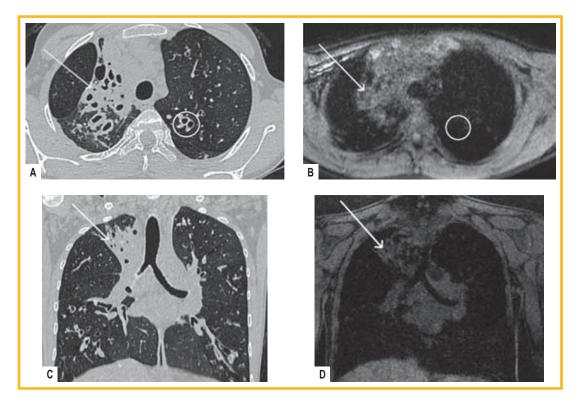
Томограммы пациентки А. 17 лет: А — компьютерная томография, аксиальный срез; В — магнитно-резонансная томография, аксиальный срез (LAVA); С — компьютерная томография, коронарный срез; D — магнитно-резонансная томография, коронарный срез (LAVA). Белые стрелки — объемное уменьшение верхней доли правого легкого с субтотальной фиброзной консолидацией легочной ткани, в толще которой прослеживаются резко деформированные, расширенные и сближенные между собой просветы бронхов. Белые кружки — цилиндрические бронхоэктазы с уплотненными и утолщенными стенками без визуальных признаков наличия мукостаза
